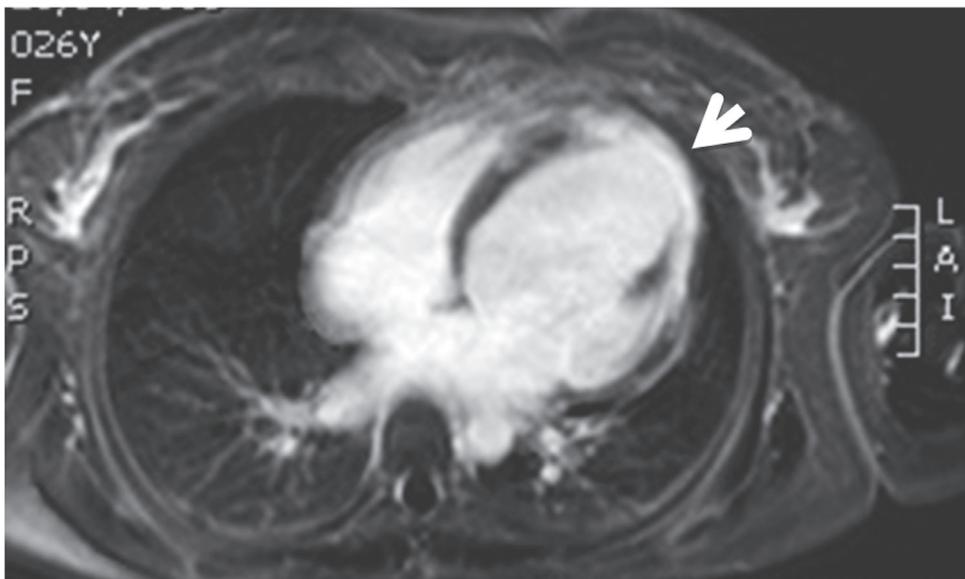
Resonancia magnética. La flecha muestra el patrón de realce tardío transmural en el territorio de la arteria descendente anterior, sugestivo de evento isquémico
